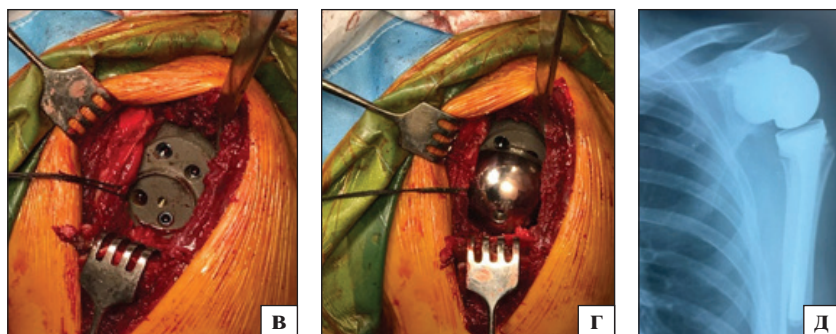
Етапи оперативного втручання та рентгенографія після операції: а) видалена головка плечової кістки; б) модель лопатки і пластикова модель імплантата на операційному столі; в) встановлений аугмент; г) на аугменті закріплена гленосфера; д) рентгенографія після операції
